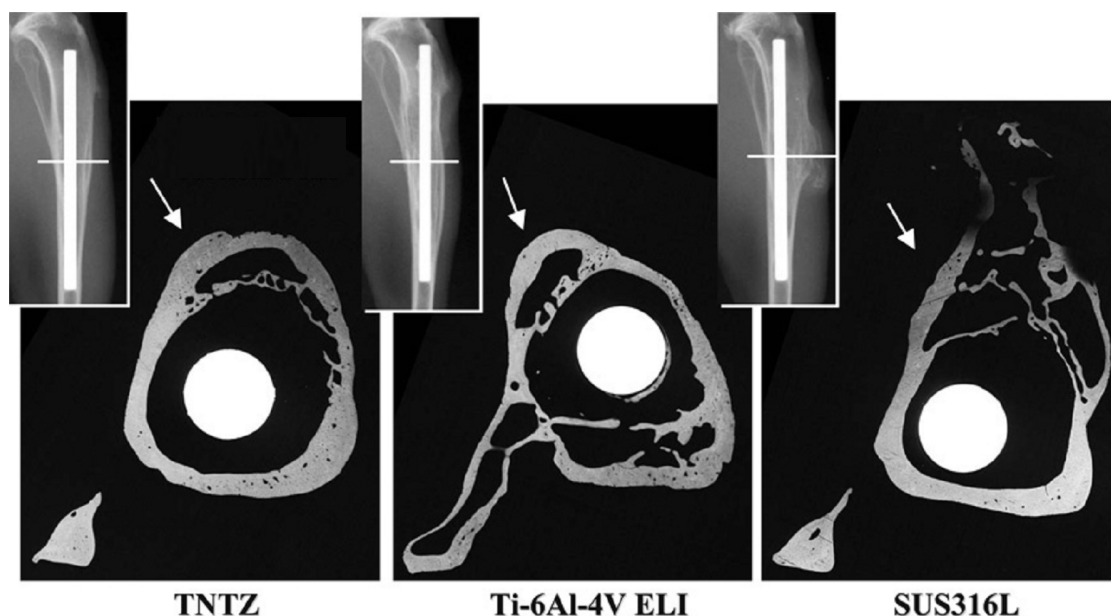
Microrradiografia da seção transversal de tíbias após testes *in vivo* [37]
